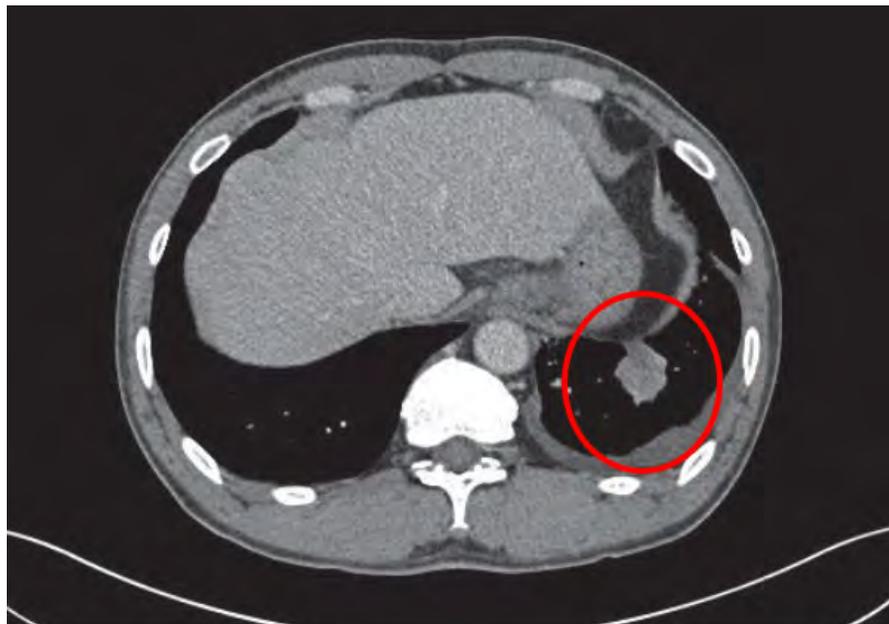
Se realizó una tomografía computarizada del tórax, muestra una masa en el lóbulo inferior izquierdo. ⁽²⁴⁾
